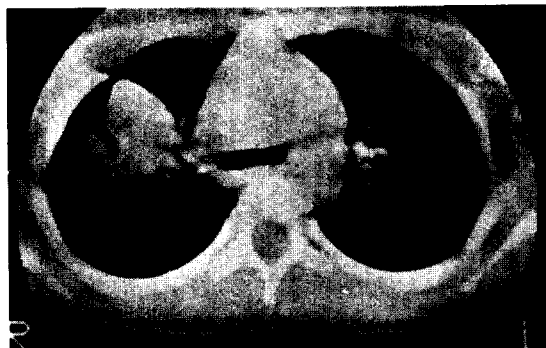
CT scan of chest 4 weeks after trauma showed showed significantly decreased number and size of consolidation with air-fluid level.
